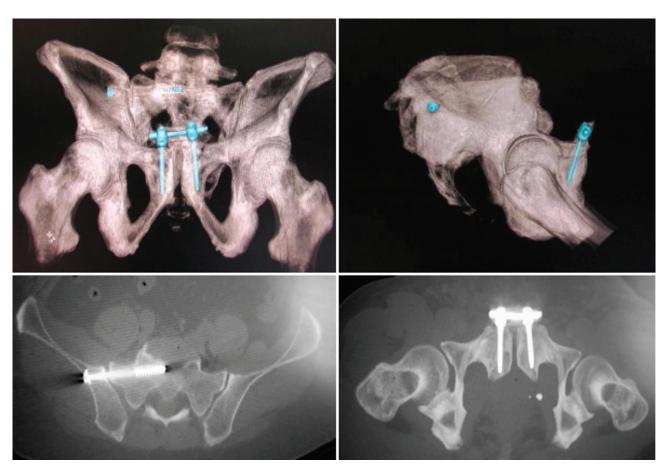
СКТ таза пациента Г. после операции
